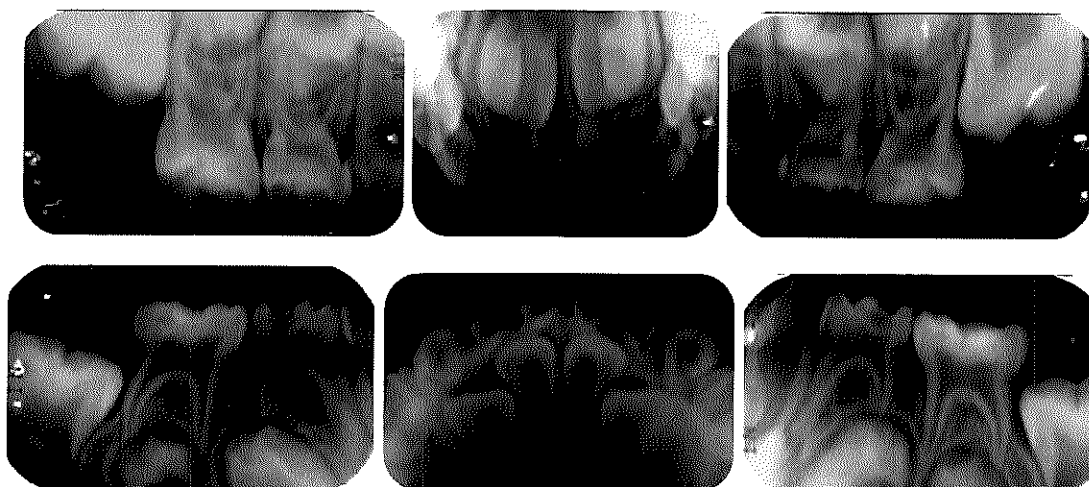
Serie radiográfica inicial donde se aprecian órganos dentarios 74 y 84 con lesiones de caries profundas y ausencia de lesiones periapicales relacionadas a dichos molares. Fuente directa.
